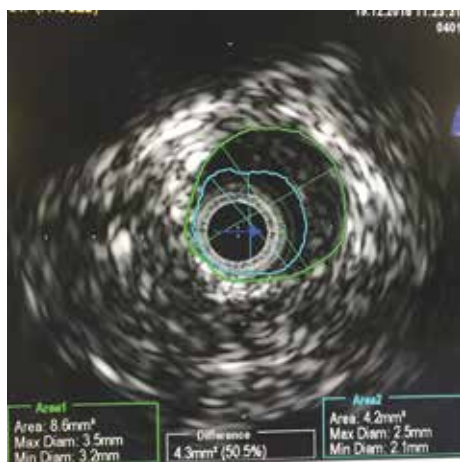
Данные ВСУЗИ стеноза передней межжелудочковой артерии больного 3. до лечения
